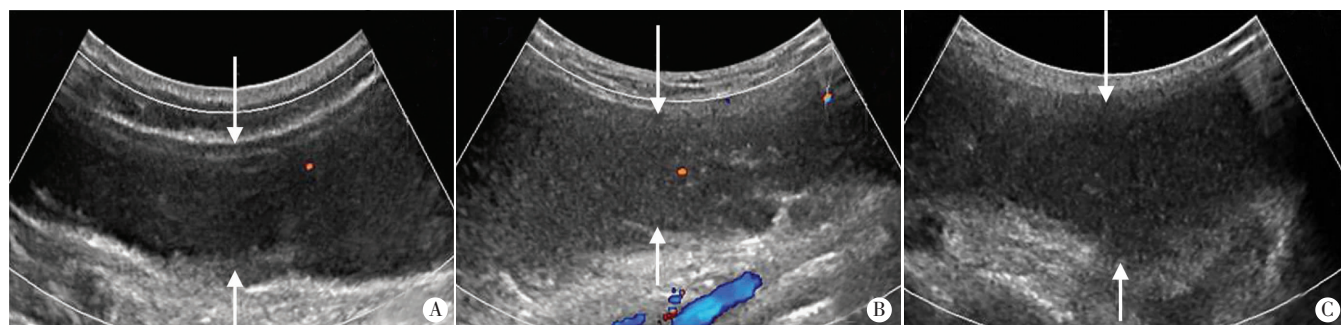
超声显示脓肿(箭头示)分布于左侧季肋区(A)、左腰部(B)及左会阴部大阴唇区(C)
